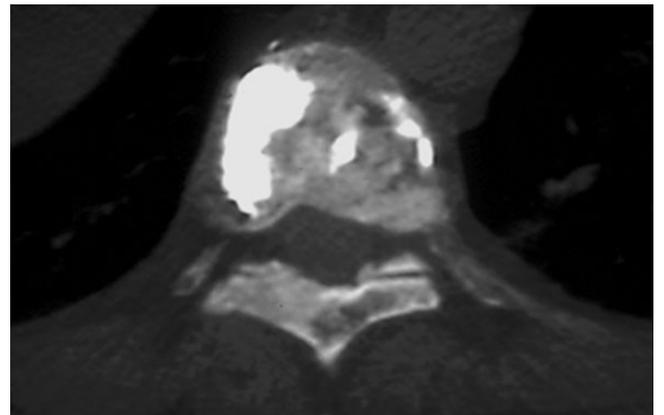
Exemple de vertébroplastie chez un patient porteur d'un cancer de prostate sur une lésion sclérotique. TDM en coupe axiale ; fenêtre osseuse.
